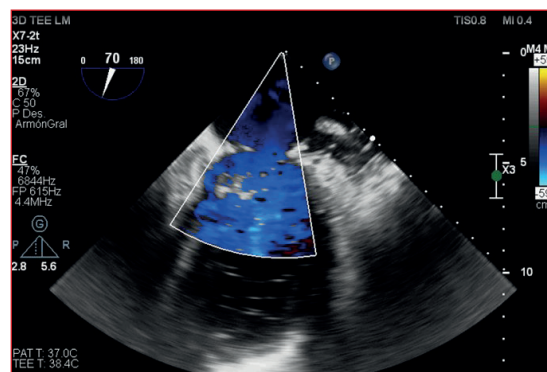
Ecocardiograma transesofágico intraoperatorio Doppler color. Se observa una plastia mitral efectiva, sin reflujo evidente y en ausencia de estenosis residual.
